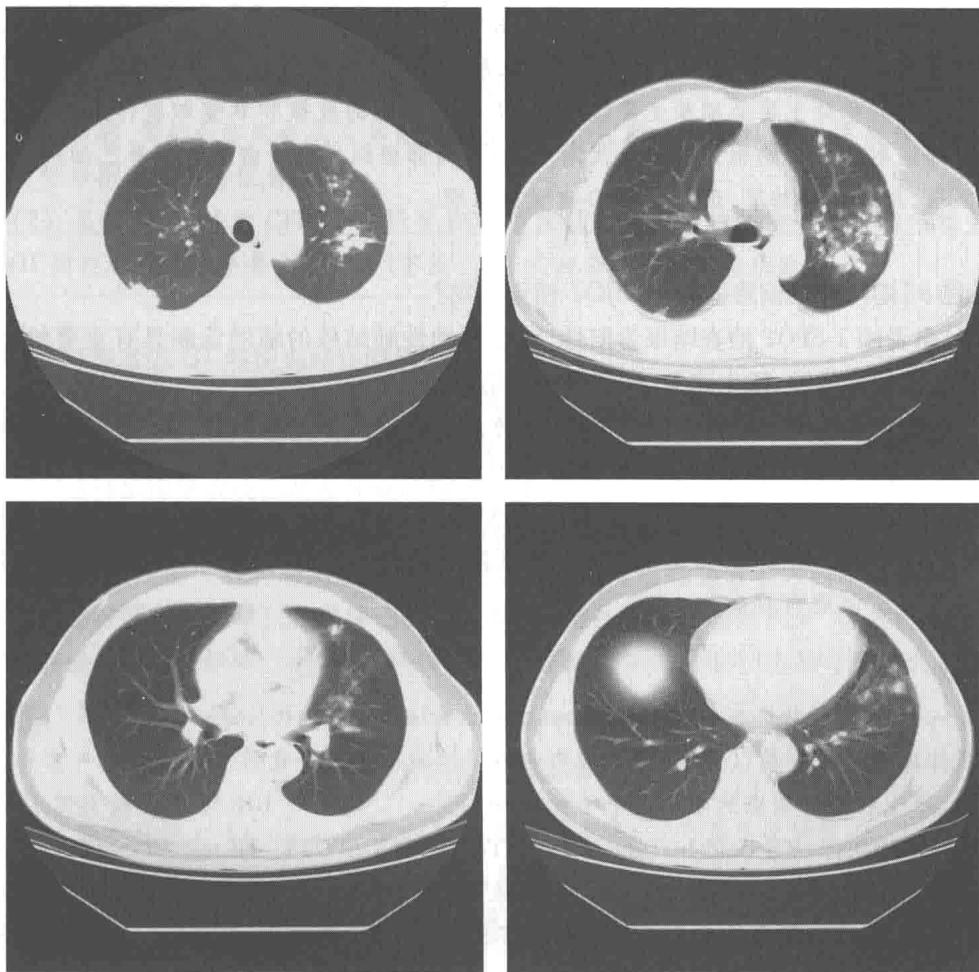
胸部 CT: 双肺上叶、左肺的舌叶及下叶散在分布的斑片状渗出影伴多发结节病灶
